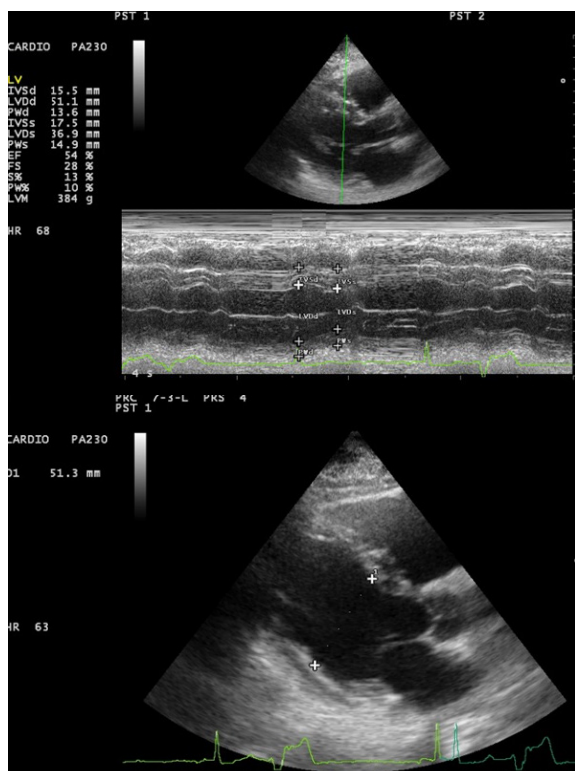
Parasternal long axis M-mode echocardiographic measurement after alcohol left and heart failure treatment.
